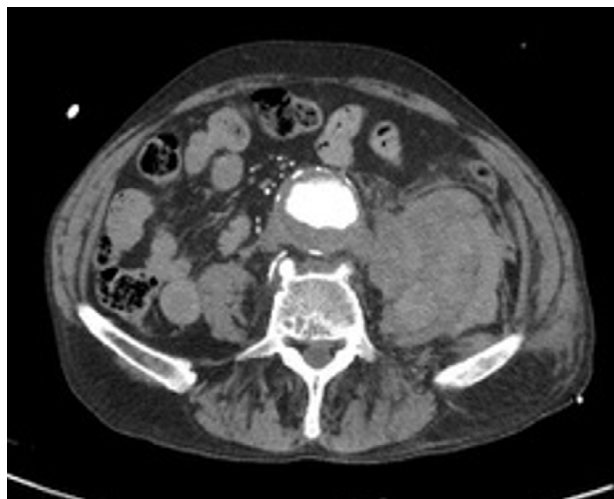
TC transversal de aneurisma de aorta abdominal.
